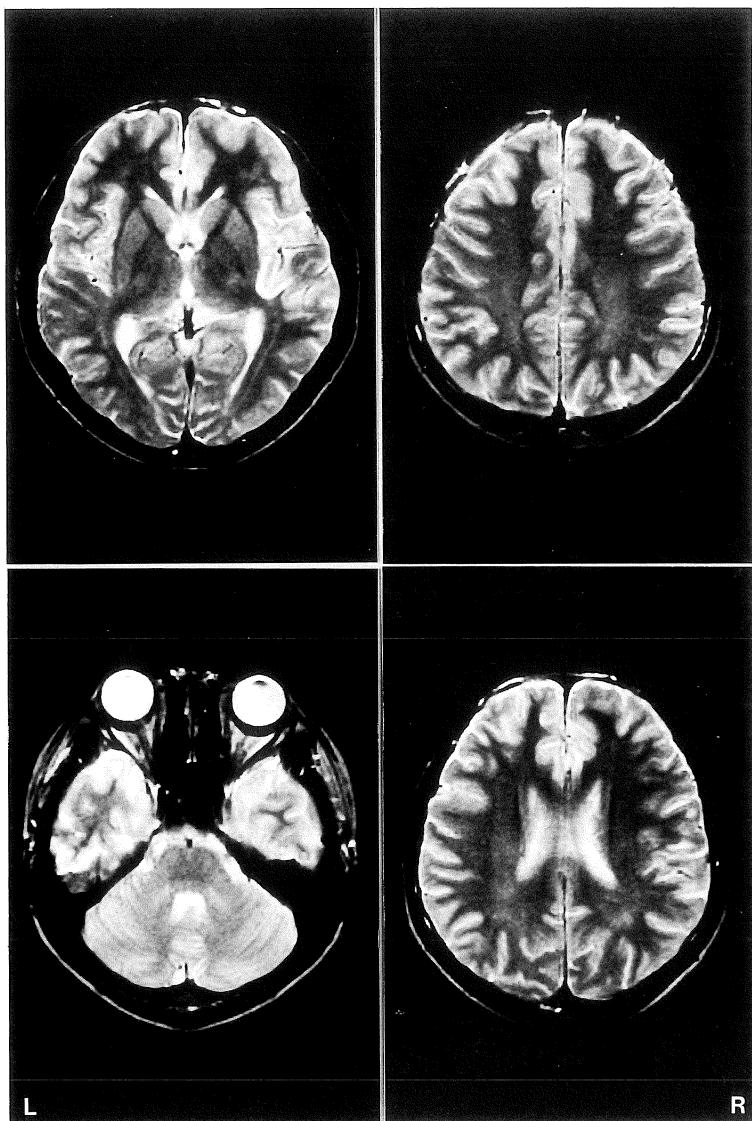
Case 2 (MR image 2 months after that in Fig.2)
